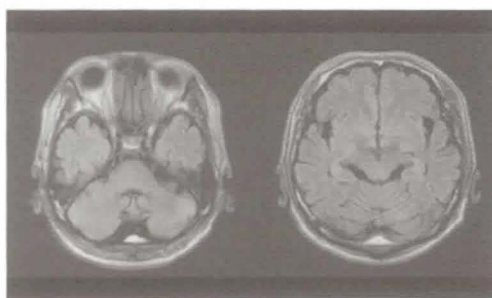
第46病日のMRI。治療により小脳や中脳水道近傍の高信号は改善した。
